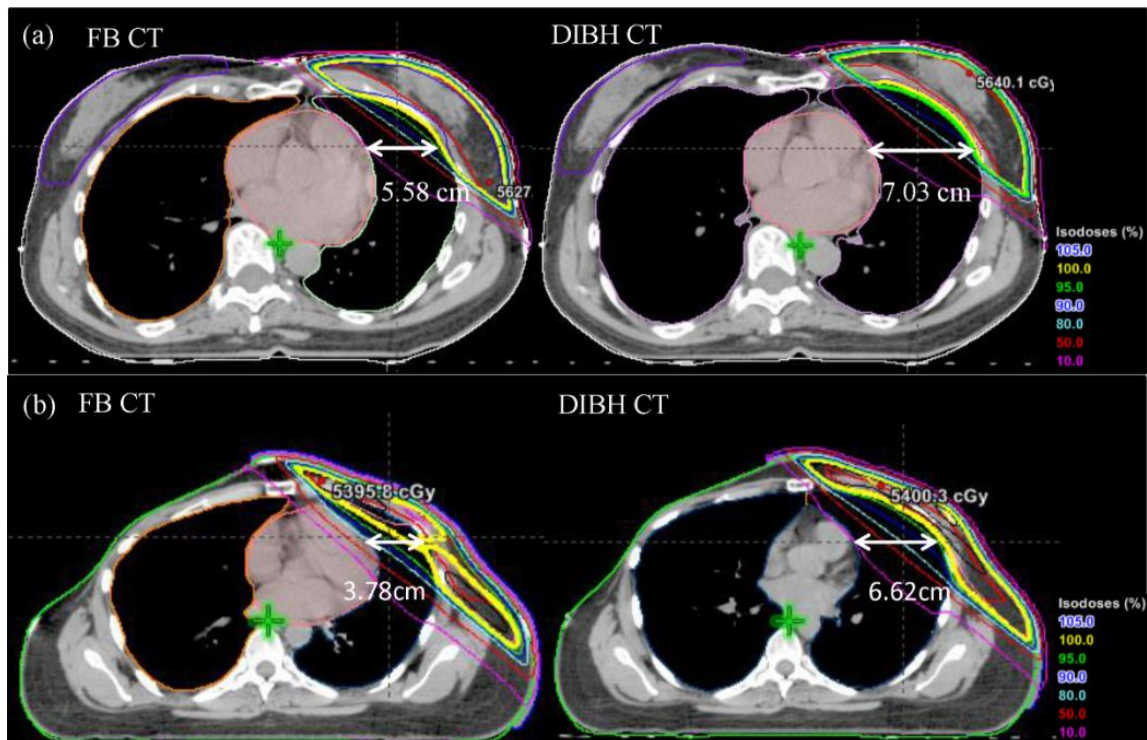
Comparația dintre tomografiile computerizate (CT) obținute în respirație liberă (FB) și în DIBH, pentru (a) sânul stâng și (b) peretele toracic stâng la paciențe (stânga: FB CT; dreapta: DIBH CT). [24]
